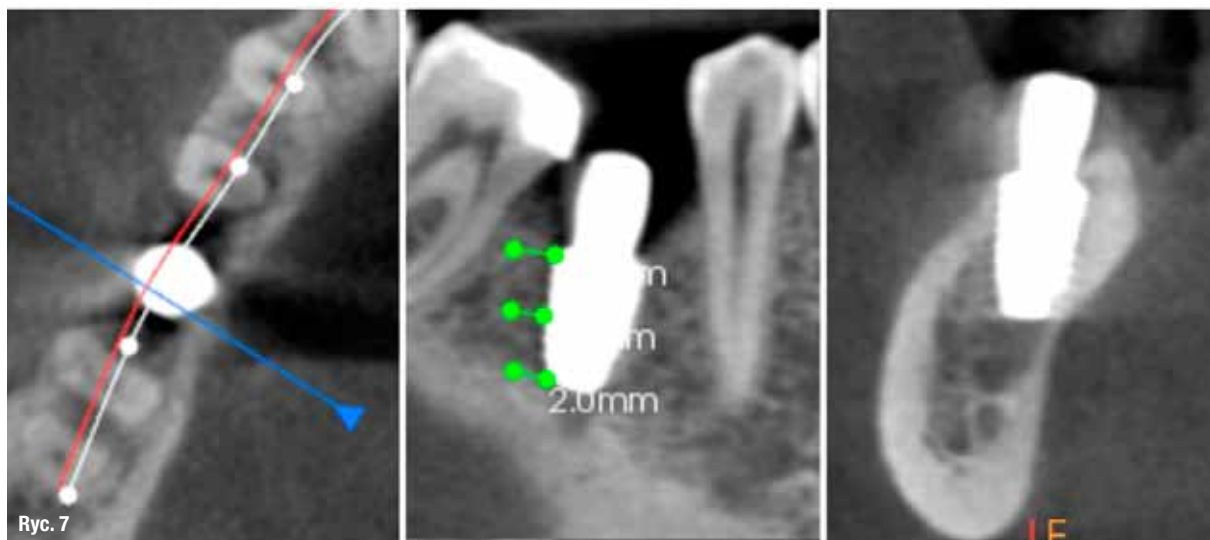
CBCT wykonane celem zaplanowania pozycji implantu i pomiaru skali szarości.
